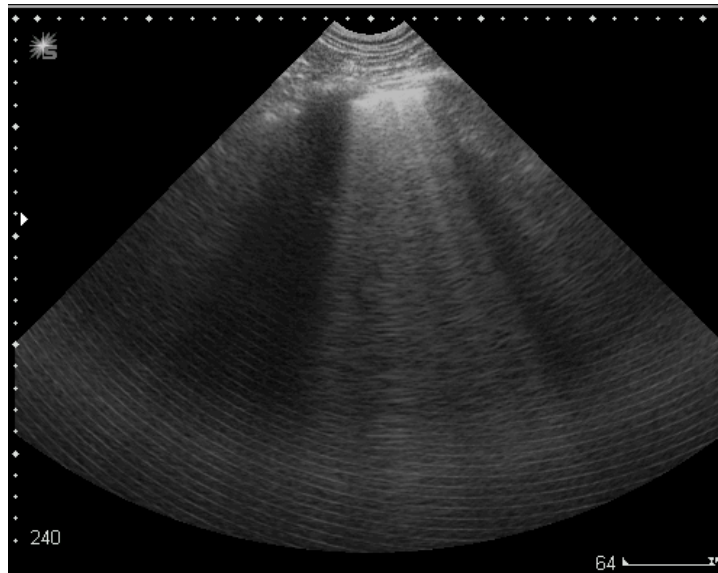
Artefacto en “cola de cometa” al atravesar el haz de ultrasonidos la pleura
